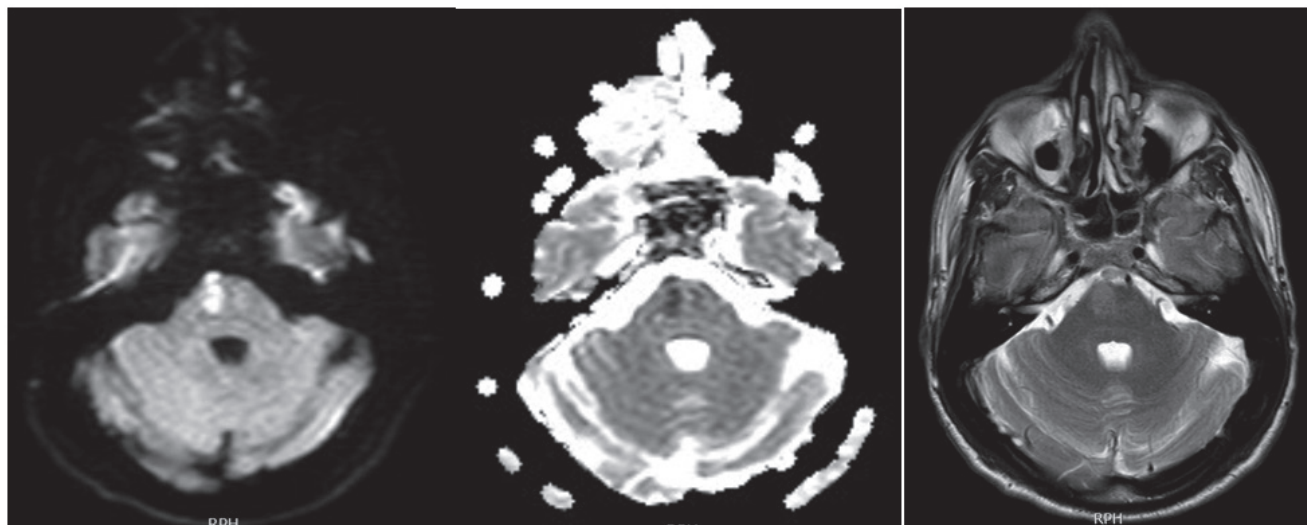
Imagen de resonancia magnética cerebral, cortes axiales. A. Lesión pontica paramediana derecha con restricción en la difusión. B. Representación en el mapa ADC. C. Lesión hiperintensa en T2 en la misma localización. Hallazgos en relación con infarto agudo de circulación posterior.
